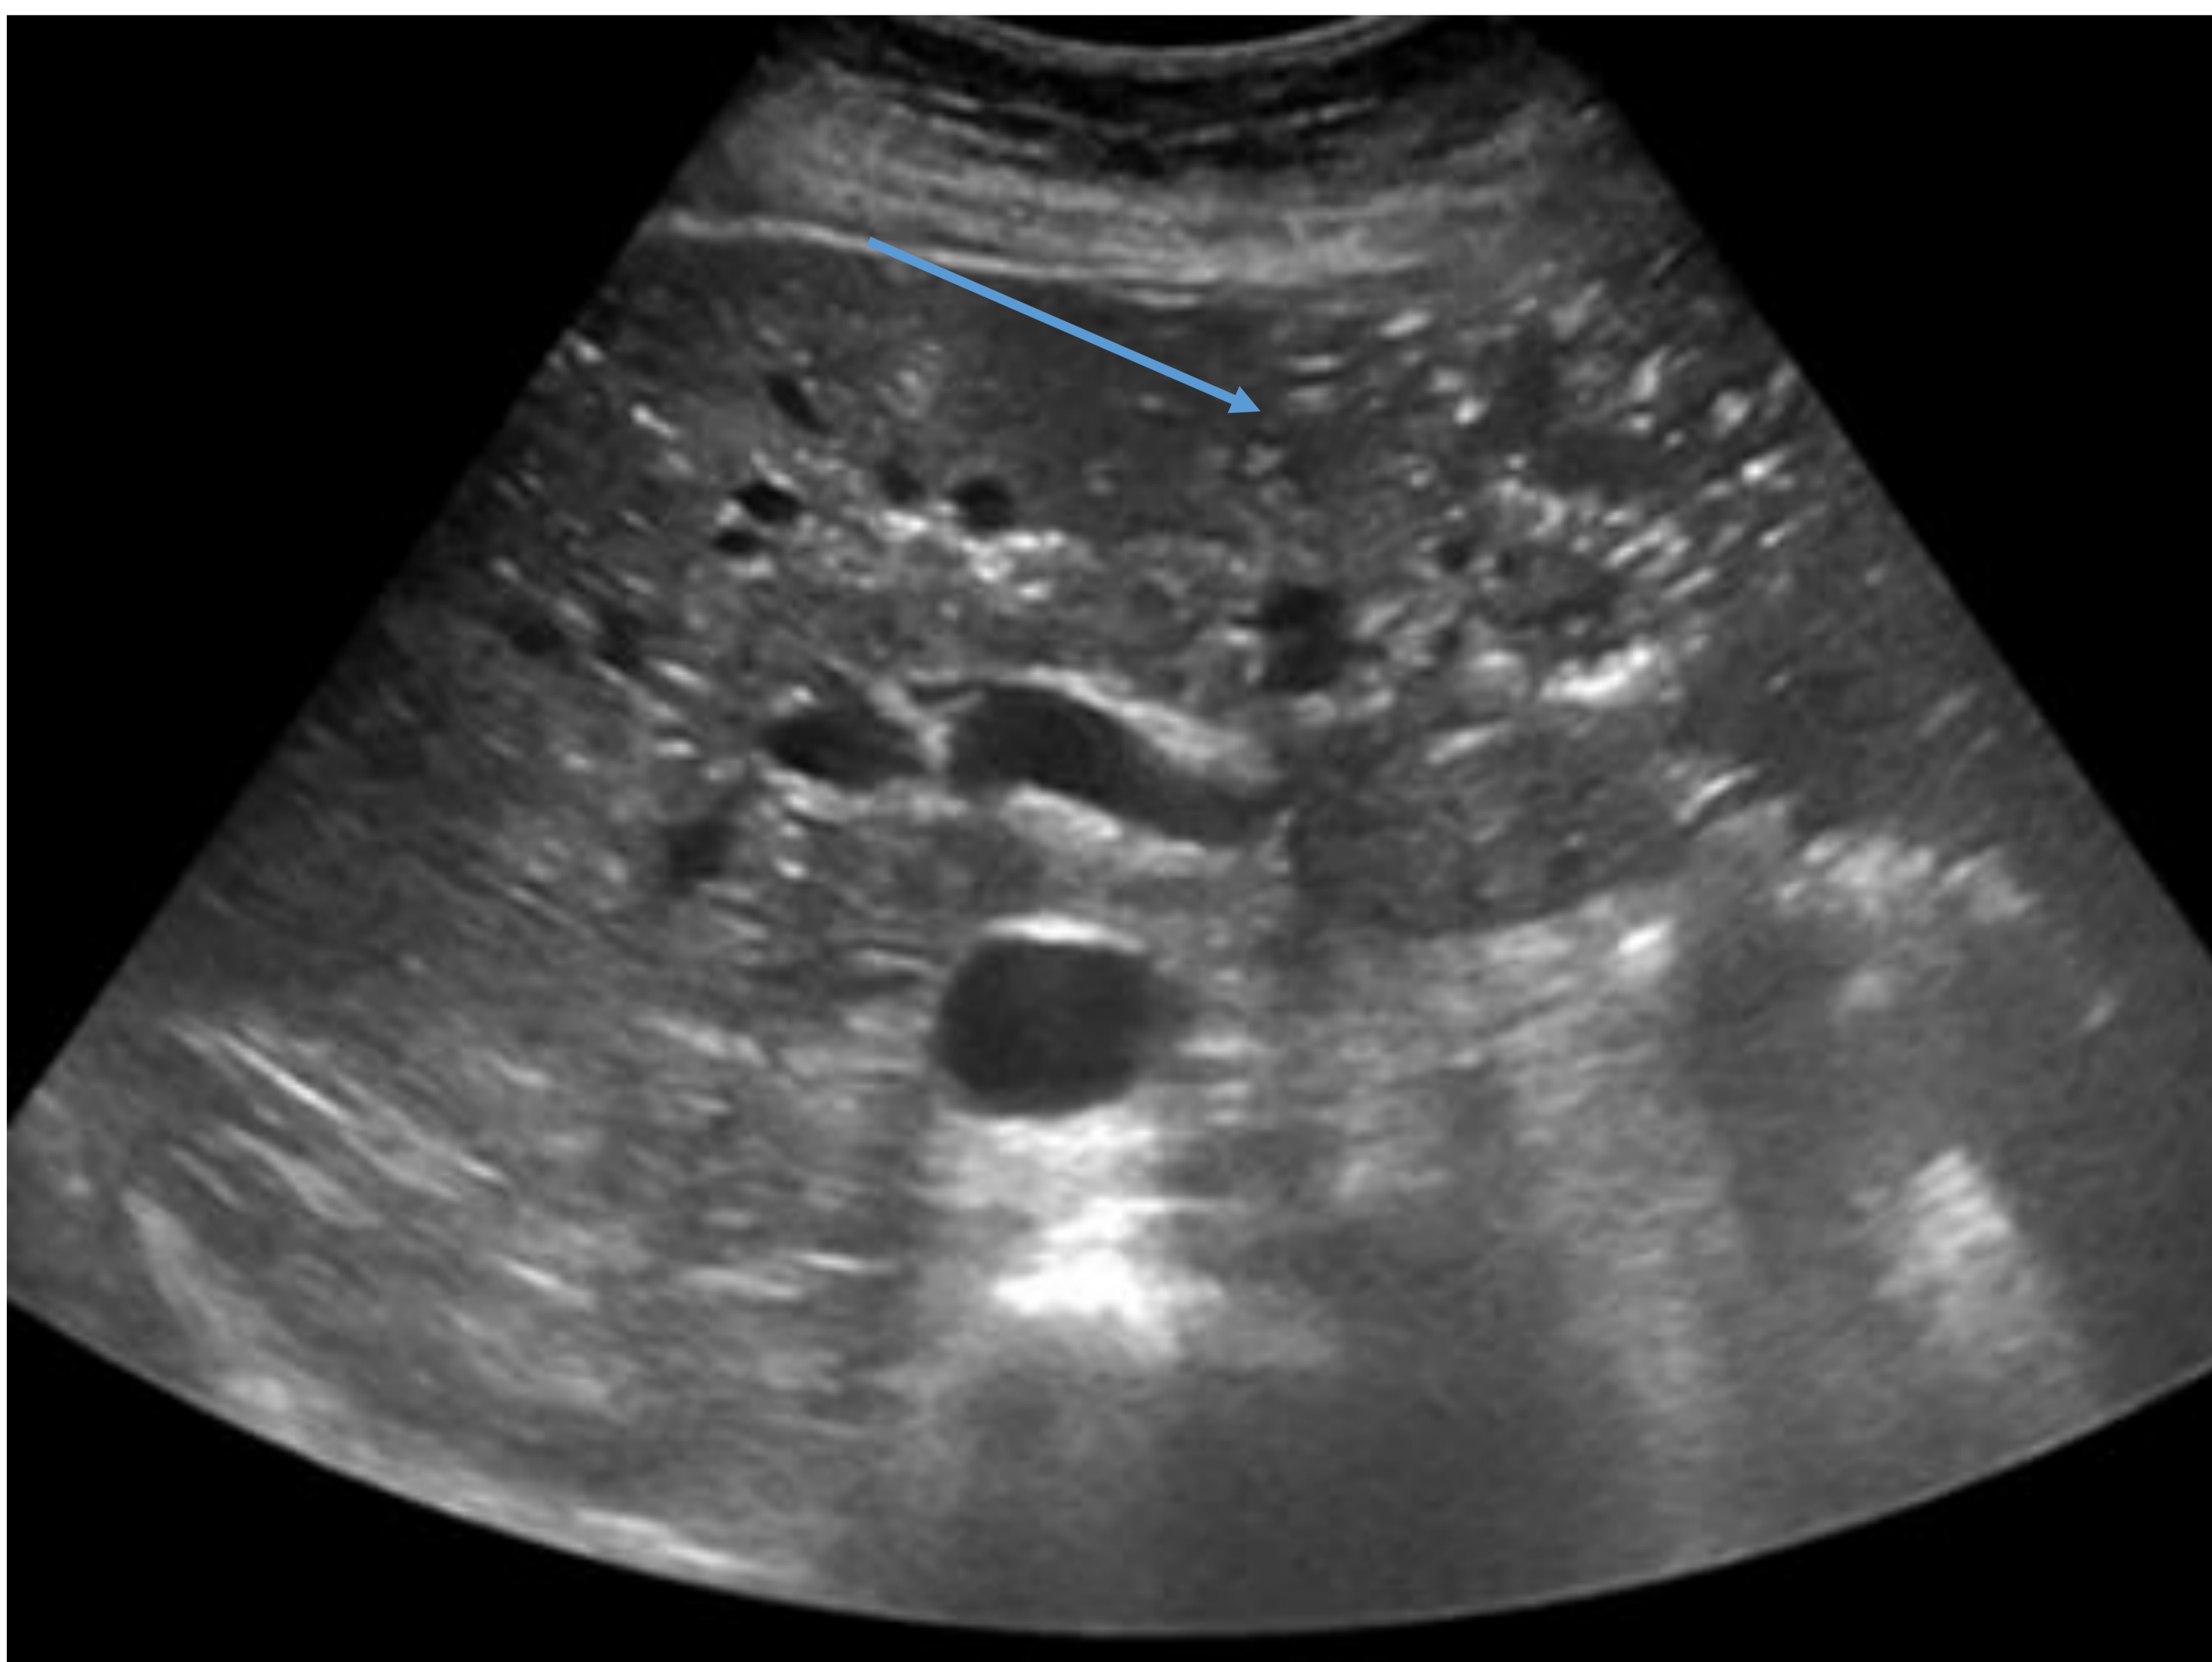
Ecografía abdominal, donde destaca la presencia de imágenes hiperecogénicas, con reberverancia en cola de cometa de predominio en lóbulo hepático izquierdo, en relación con neumatosis portal (flecha azul).
